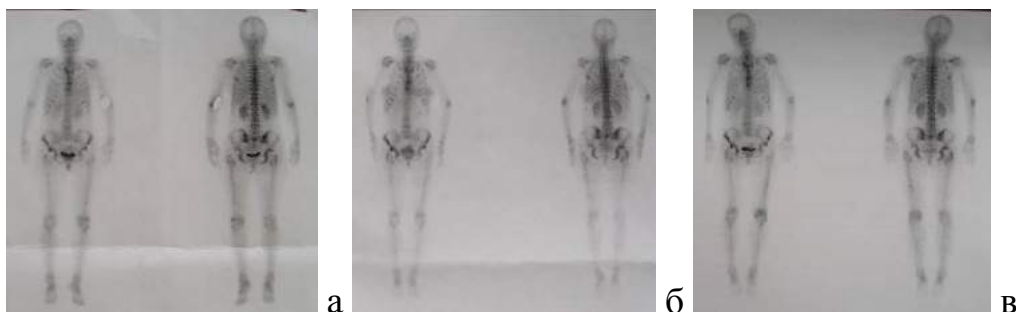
♀, 47 лет; лучевой мониторинг: а – остеосцинтиграмма через 2 года после артропластики ТБС; б – через 3 года после артропластики ТБС; в – через 4 года после артропластики ТБС
